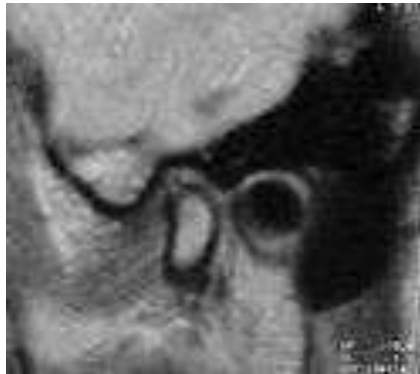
Imagen de resonancia magnética de un paciente afectado de una artrosis en la articulación temporomandibular. (KUMAR, 2009)
